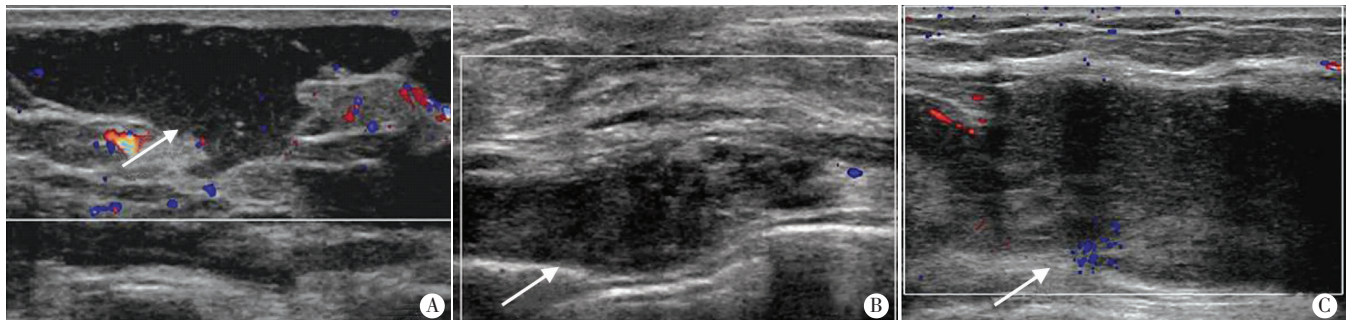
超声显示假体(箭头示)分布于右乳皮下(A)、左乳胸壁肌层(B)及左乳腺体内(C)
